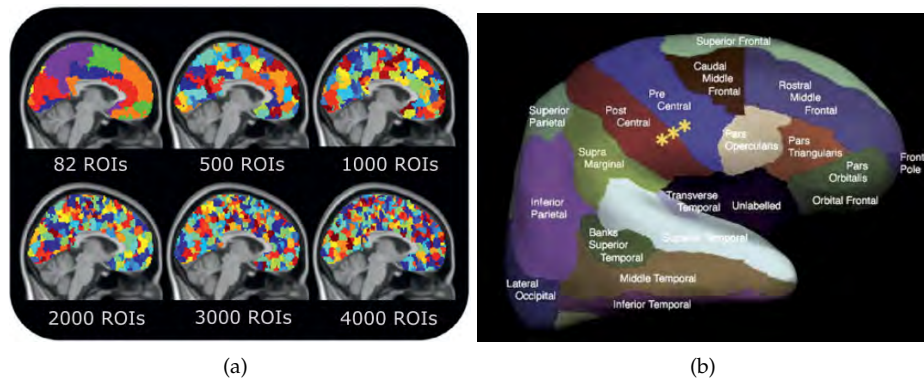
Vista sagital de MRI (a) por distintos números de ROIs y (b) ROIs del atlas de Desikan. La figura (a) muestra el distinto número de regiones de interés se pueden estudiar, sin embargo el número de ROIs por lo regular se eligen dependiendo el estudio y utilizando atlas cuyas regiones han sido estudiadas y segmentadas a mano por expertos en neurociencia, como lo es el atlas de la figura (b), el cual es utilizado en múltiples estudios cerebrales. Fuentes: [Fornito et al., 2013] y [Desikan et al., 2006]
